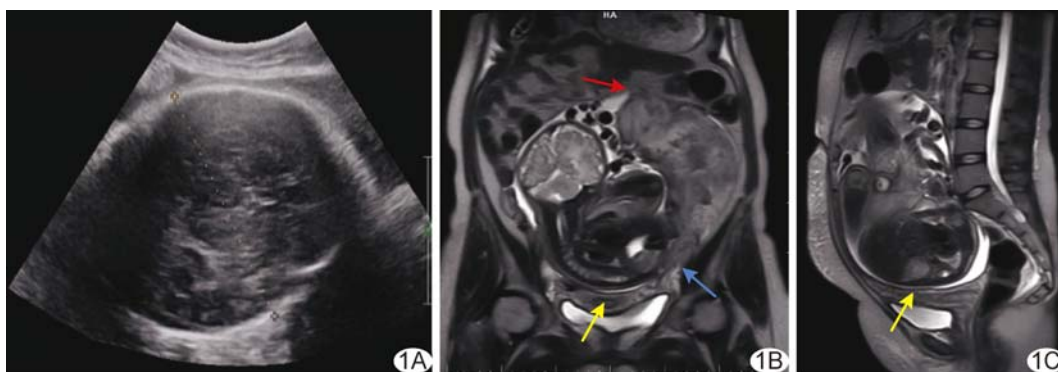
足月腹腔异位妊娠 A. 胎儿头颅横切面超声声像图; B. 孕妇腹部冠状位 MR T2WI; C. 孕妇腹部矢状位 MR T2WI (黄箭示子宫、蓝箭示左侧附件、红箭示结肠系膜)
